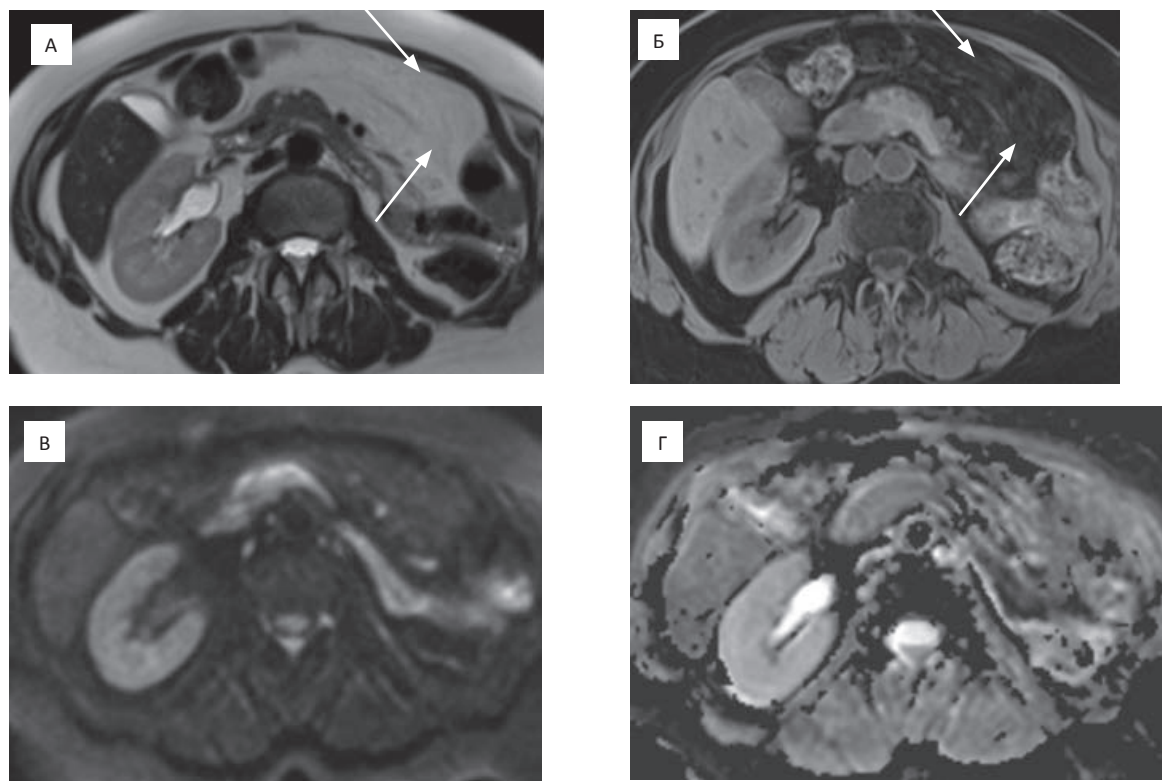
Аксиальные МР-томограммы абдоминальной области женщины 63 лет через 18 мес после оперативного вмешательства. Заворот сальника. А — T_2 -томограмма под передней брюшной стенкой определяется гиперинтенсивное образование без отчетливых контуров с окружающей тканью (стрелки); Б — T_1 -томограмма (нативная фаза) — образование представляется гипоинтенсивным (стрелки); В и Г — ДВ-МРТ ($b = 400 \text{ с/мм}^2$) и ИКД-карта — ограничение диффузии молекул воды не выявлено
